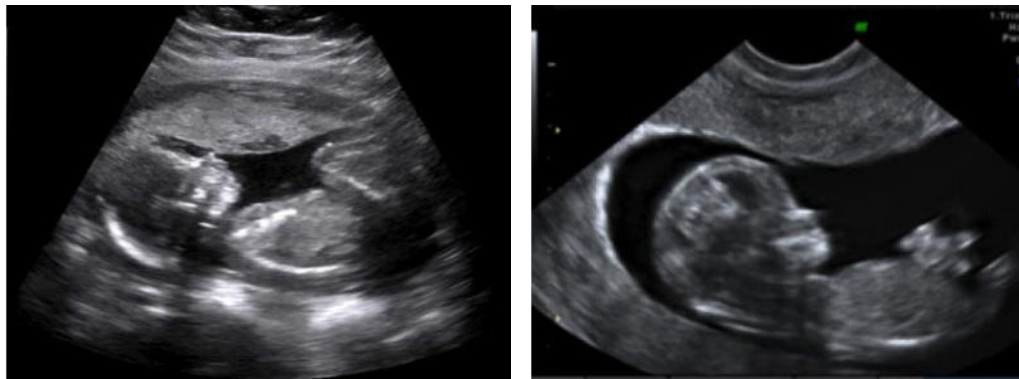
Del lado izquierdo se observa el ultrasonido de un feto sin alteraciones morfológicas, siendo el de la derecha una vista transversal de un feto con gastrosquisis.
